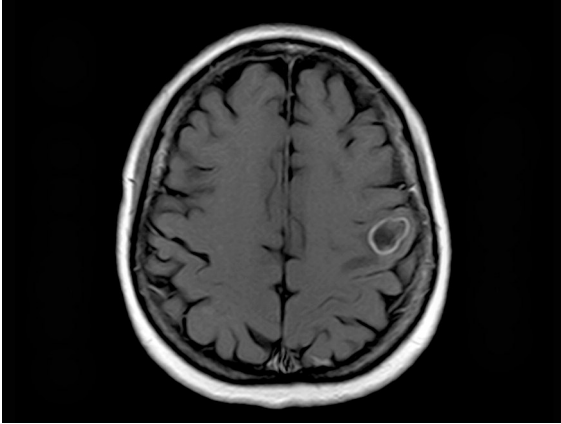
Secuencia axial T1 de RM con gadolinio que muestra una lesión quística en estadio vesicular coloidal que exhibe realce periférico correspondiente a la delgada cápsula.
